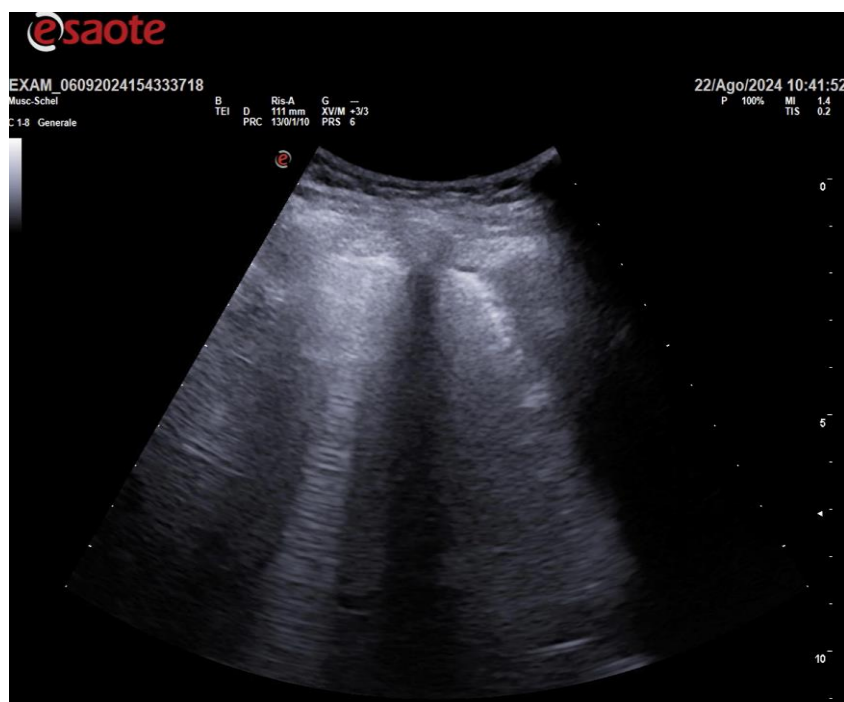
LUS con linee B che definiscono la sindrome interstiziale ecografica
